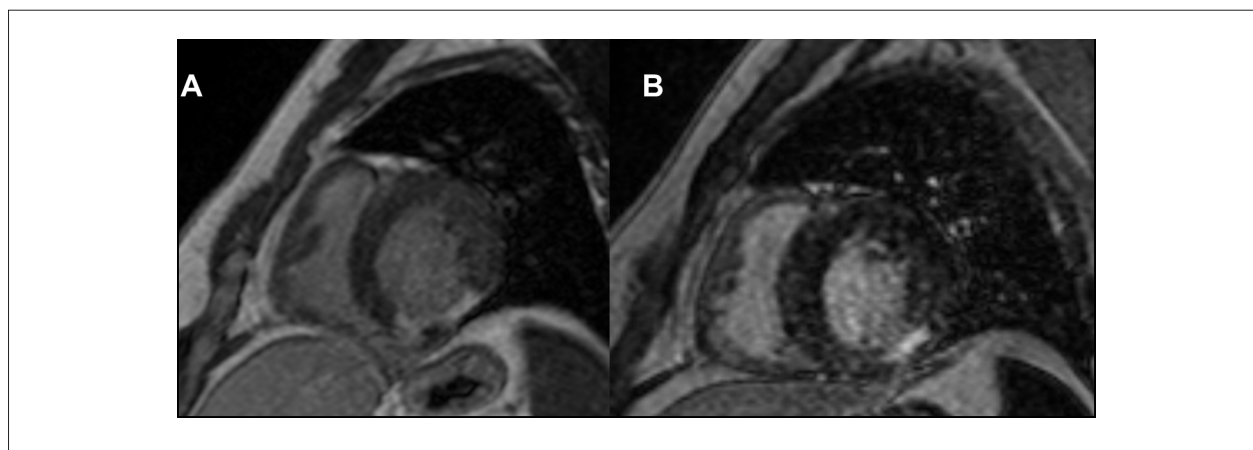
Imagens de ressonância magnética cardíaca de paciente com sarcoidose cardíaca evidenciando acinesia (A) e fibrose pela técnica de realce tardio de padrão transmural (B) em paredes lateral inferior e inferior em corte transversal.
